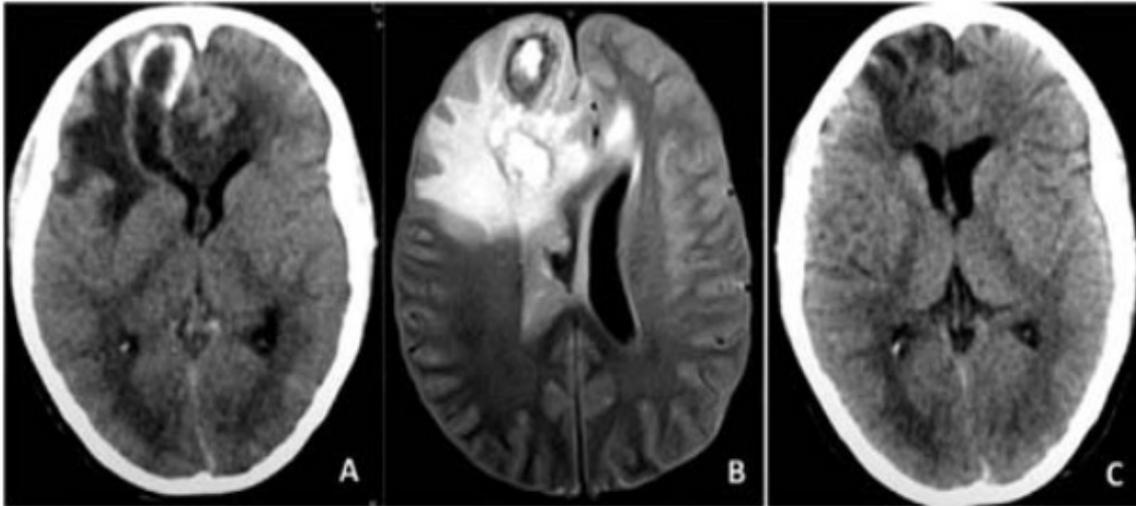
(A) TC sin contraste en corte axial, que evidencia comunicación de lesión con ventrículo lateral e incremento de densidad del LCR en el ventrículo lateral derecho. (B) Imagen de resonancia magnética en protocolo FLAIR corte axial, que muestra material hiperintenso en ventrículo lateral derecho. (C) TC sin contraste en corte axial de control que evidencia disminución de volumen de lesión y ausencia de compromiso intraventricular.
